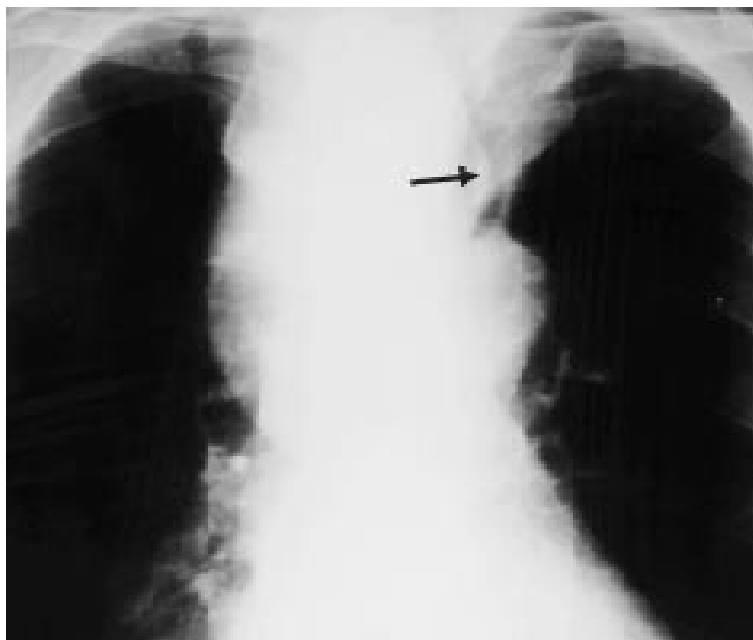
Radiographie de thorax de face d'un patient porteur d'un goitre plongeant et compressif. Noter le développement intrathoracique du lobe droit jusqu'aux vaisseaux de la base et la déviation de la trachée vers la gauche (flèche) [51].
